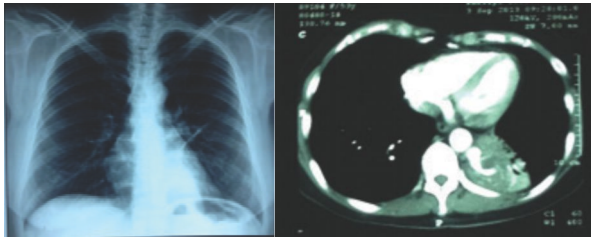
Angio TC de pulmón: presencia de arteria aberrante (flecha) que nace de aorta torácica descendente.
